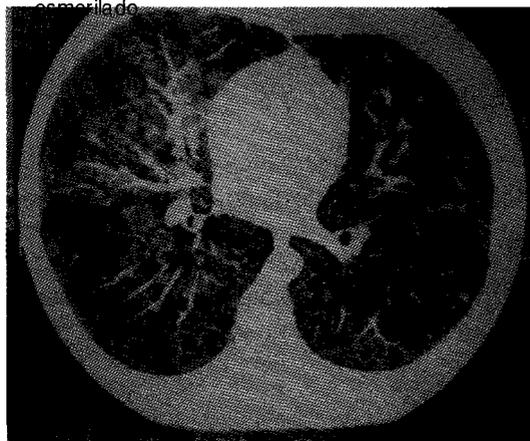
Vidrio esmerilado en TAC de alta resolución.
